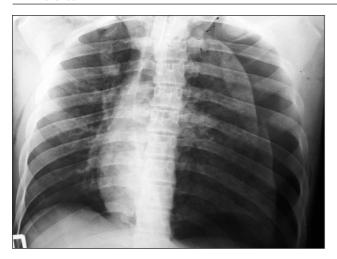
Рентгенограмма пациента Т., 43 года, с тяжёлой сочетанной травмой грудной клетки и головы
